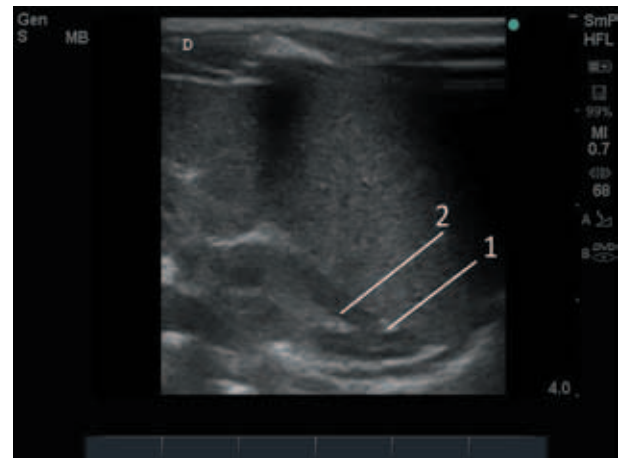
УЗИ правого надпочечника мальчика в возрасте 14 дней жизни, родившегося на 36-й неделе гестации (диагноз: бактериальная пневмония, трахеобронхит; гипоксически-травматическое поражение ЦНС), продольное сканирование в В-режиме: надпочечник треугольной формы, контуры четкие, ровные, четкая дифференцировка на гиперэхогенный мозговой и гипоехогенный корковый слои; граница между слоями четкая, ровная; в корковом веществе – гиперэхогенные включения (стрелка 1); в мозговом слое – гипоехогенные включения (стрелка 2); размеры: ширина 10,2 мм, высота 14,1 мм, толщина 3,2 мм
